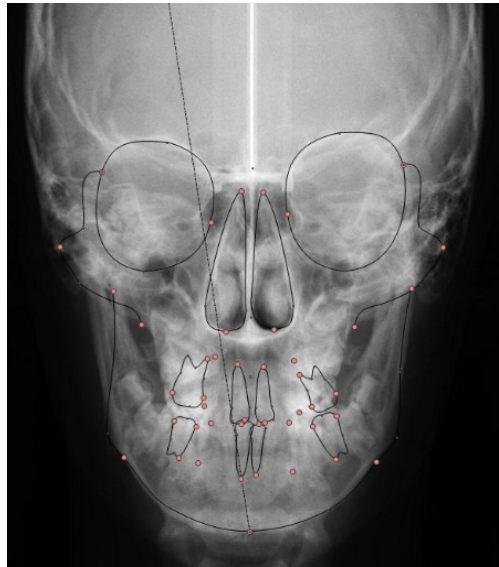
Pontos marcados na telerradiografia em norma frontal.
